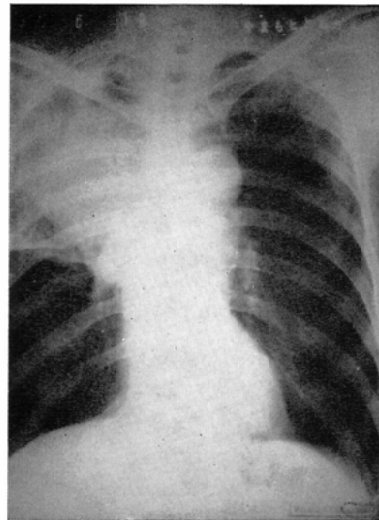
Chest x-ray film (Case 1)
